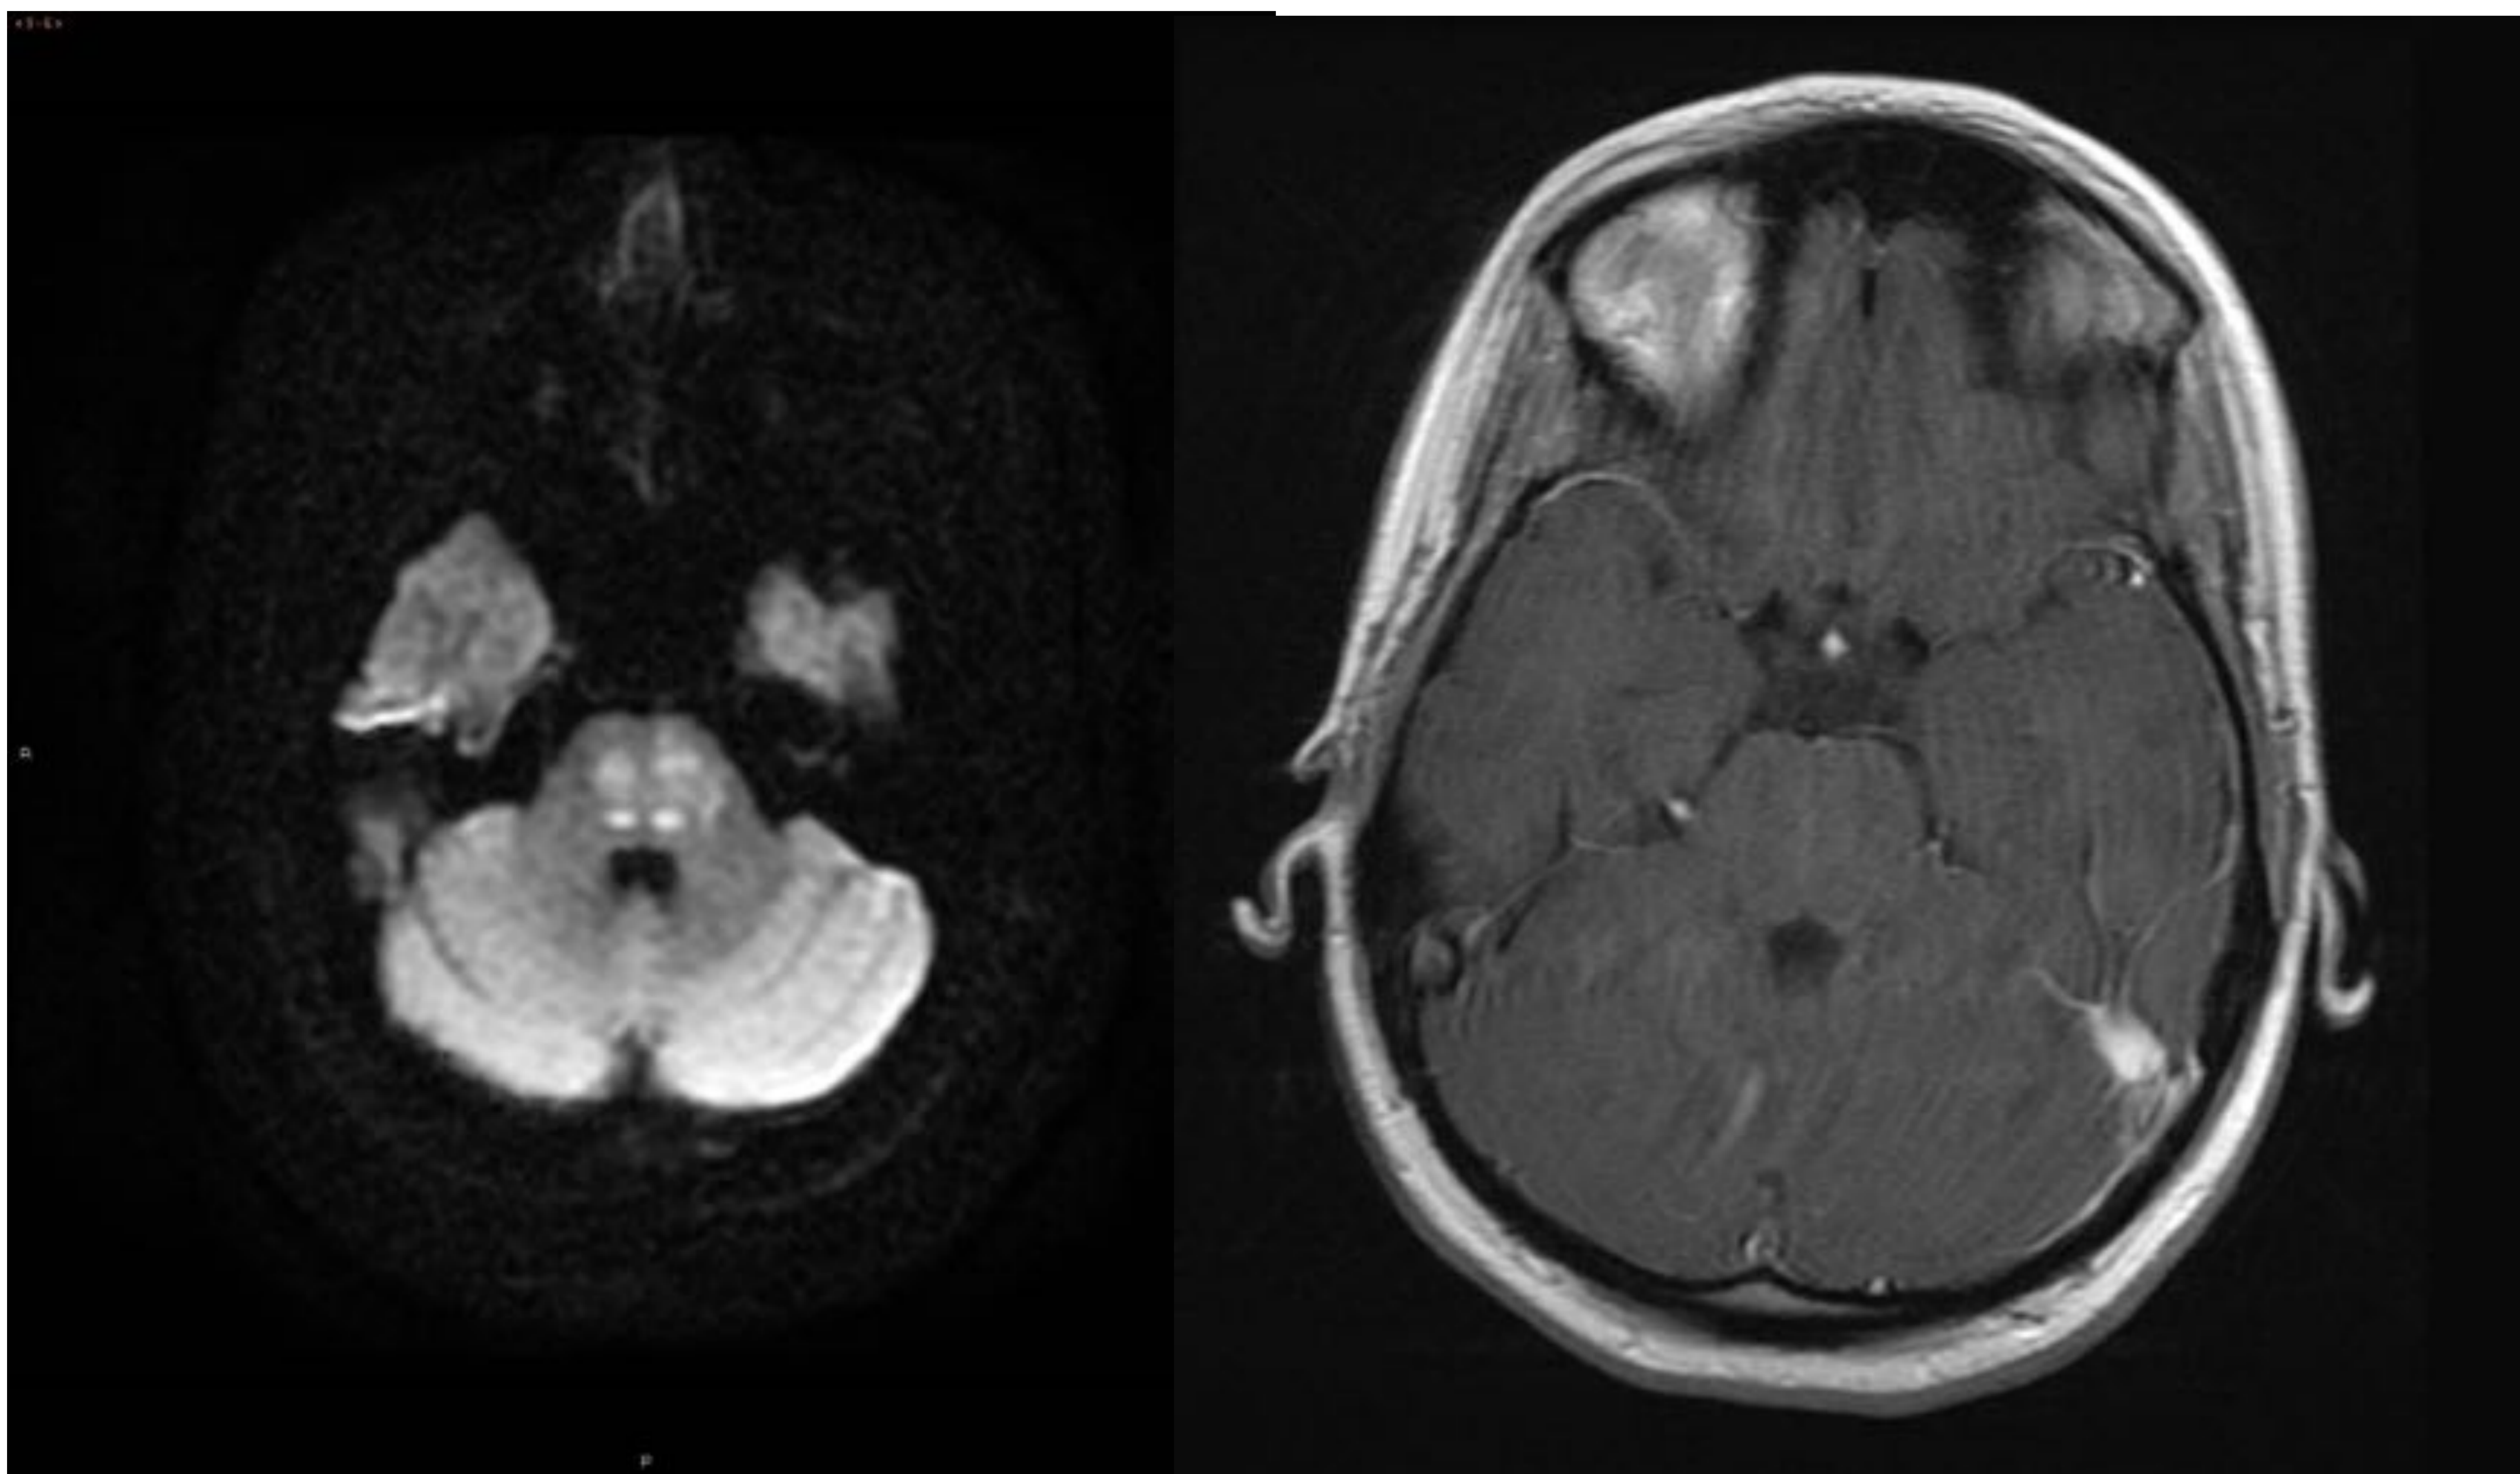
Hiperintensa en DWI, con restricción en el mapa ADC. Fig.23 Tras la administración de contraste no se objetiva realce de la zona.
